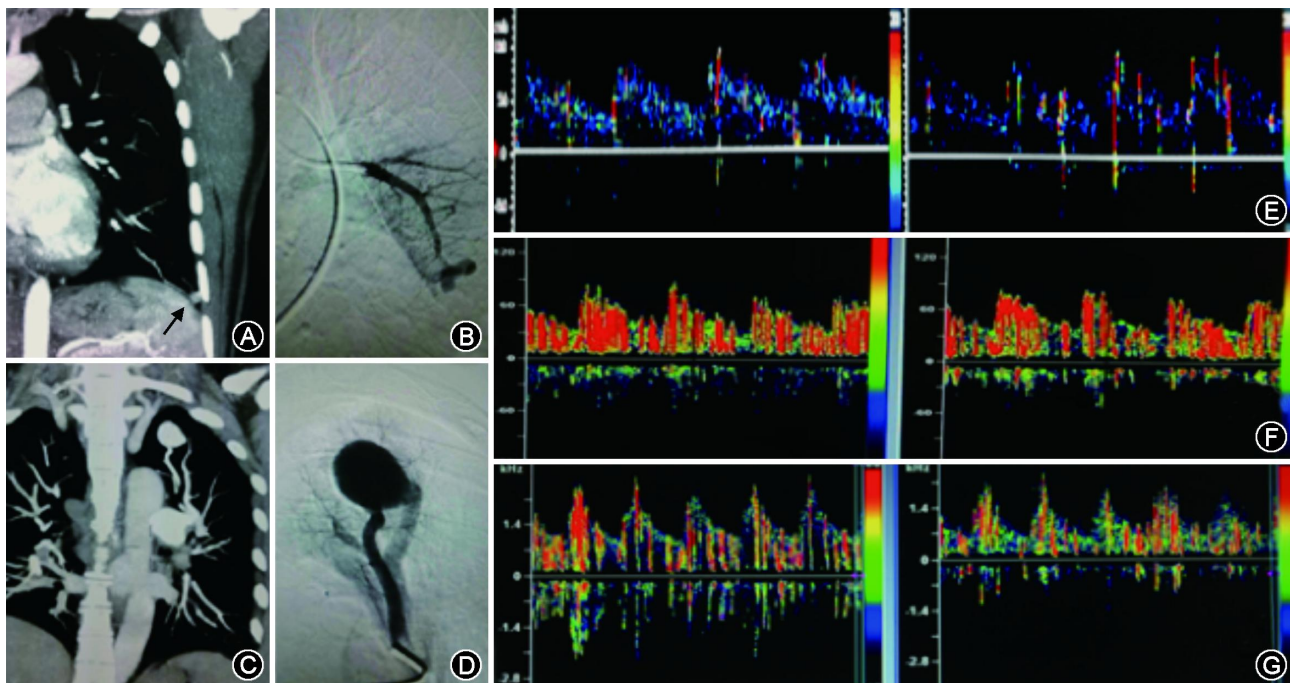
肺动静脉畸形(PAVM)患者的肺部 CT 血管造影(CTA)、肺动脉造影和对比增强经颅多普勒超声(cTCD)检查结果。A:33 岁女性(例 3),肺 CTA 显示 PAVM(箭头);B:33 岁女性(例 4),肺动脉造影显示 PAVM;C:47 岁女性(例 5),肺 CTA 显示 PAVM;D:与图 C 为同一患者(例 5),肺血管造影显示 PAVM;E:与图 A 为同一患者(例 3),cTCD 分流 2 级;F:与图 B 为同一患者(例 4),cTCD 分流 3 级;G:与 C、D 为同一患者(例 5),cTCD 分流 3 级
